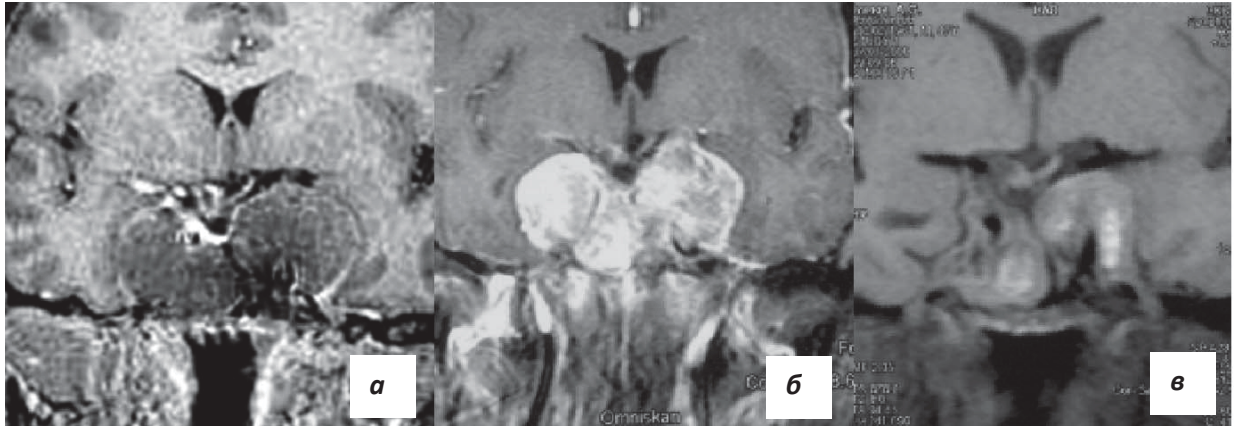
МРТ пациента И. а - исследование головного мозга через 2 месяца после 2-й операции (перед лучевой терапией); б - через 6 месяцев после лучевой терапии: размеры опухоли без динамики; в - через 1 год после лучевой терапии (уменьшение размеров опухоли)
